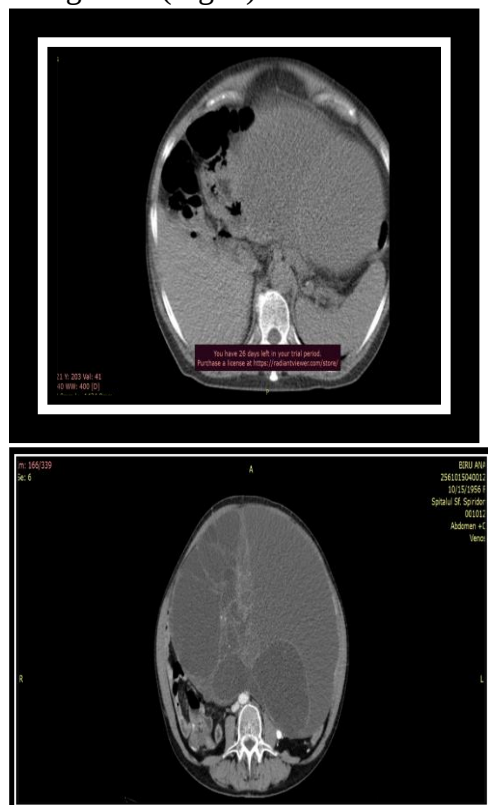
CT abdomen cu substanță de contrast: chist ovarian gigant stâng cu suspiciune de malignitate cu tulburări de compresiune pe colon și vezica urinară, fără hidronefroză
